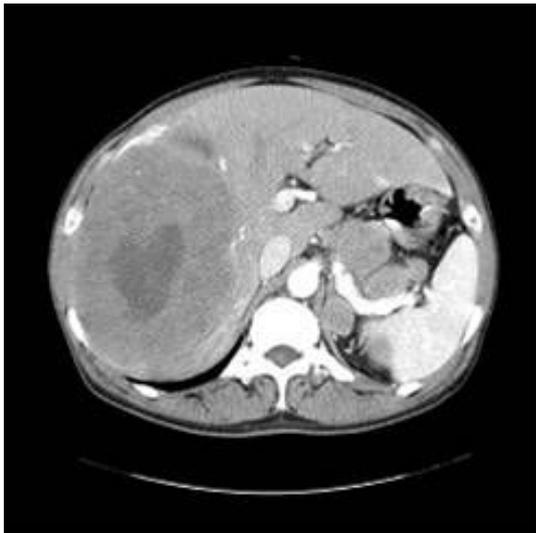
Abdomen CT scan shows multiple, heterogeneously enhancing masses in liver.
